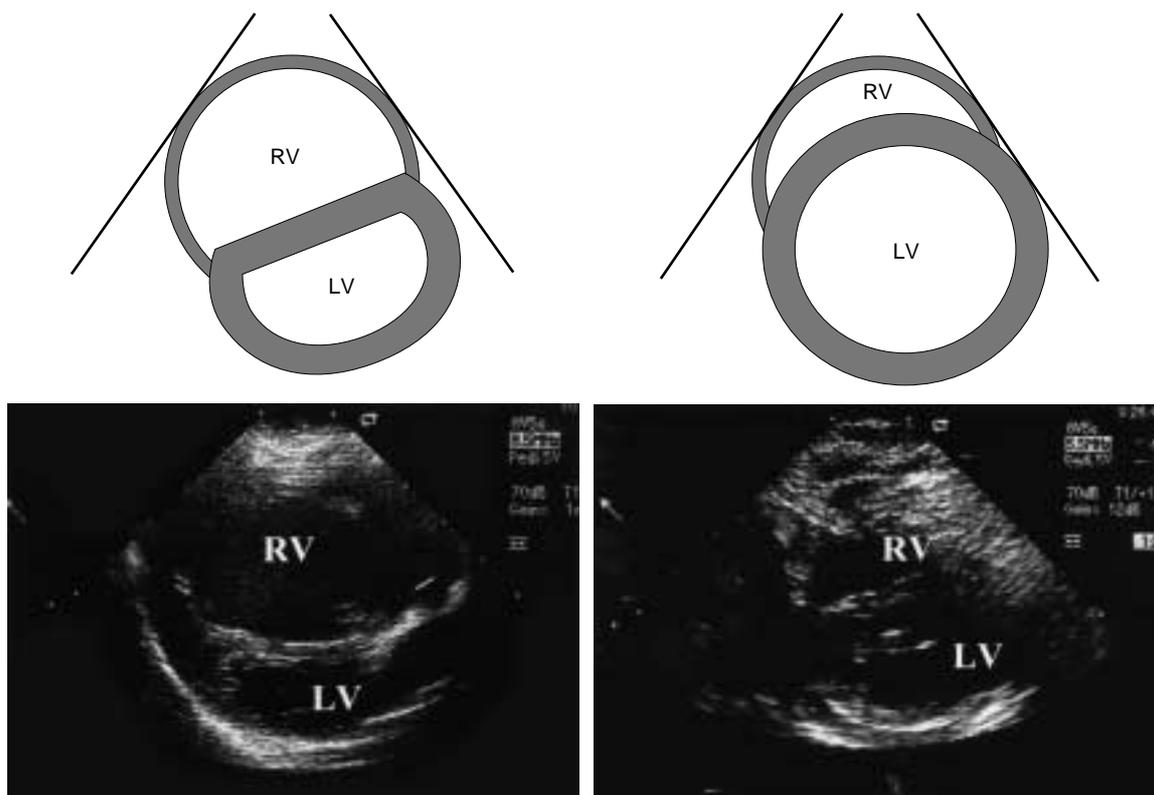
Echocardiographic images at end-diastolic phase on short-axis view.
